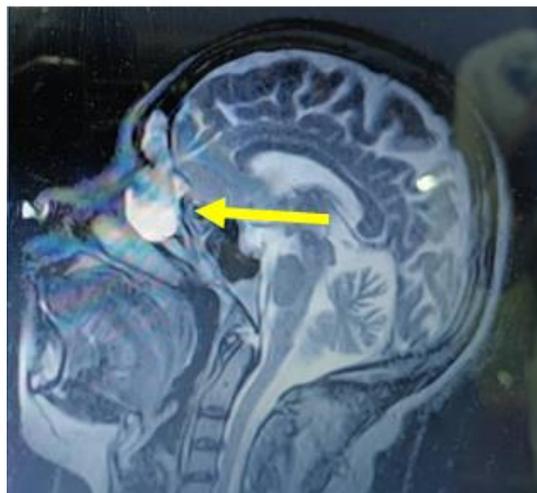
Resonancia magnética de cráneo, cortes sagitales en T2.
